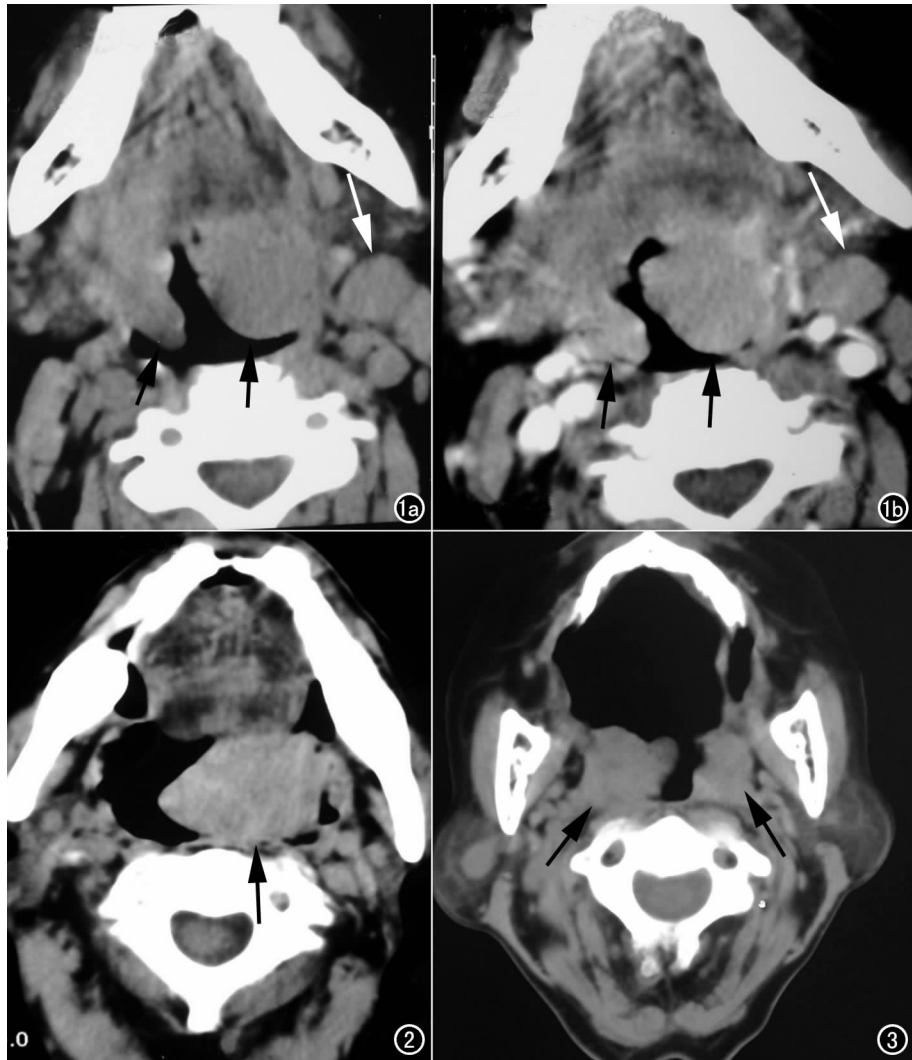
a) CT 示双侧扁桃体肿大,左侧较大,密度均匀,边缘光滑(箭),左侧颌下淋巴结肿大; b) CT 增强扫描示肿物轻度均匀强化。图 2 CT 示左侧咽侧壁较大软组织肿物,边缘光滑,密度均匀。图 3 CT 示口咽双侧壁软组织肿块,边缘不规则,密度均匀,口咽腔变窄。
